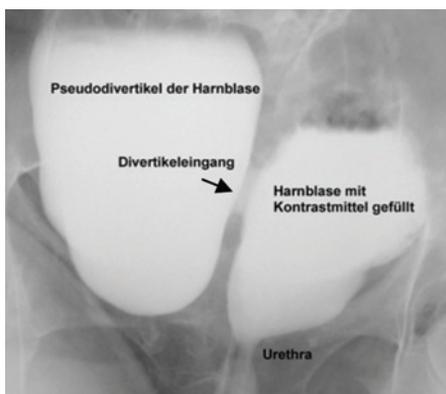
Miktionszysturethrogramm mit großem Pseudodivertikel der Harnblase eines 70jährigen Mannes mit therapieresistenter Pollakisurie und ohne sonographisch nachweisbarer Prostatavergrößerung. Trotz regelrechten Miktionsvolumina (400 ml) waren jeweils Restharnwerte von bis zu 600 ml nachweisbar, welche auch mittels Einmalkatheterismus nicht entleert werden konnten. Therapie: Prostataresektion und Divertikelabtragung.
